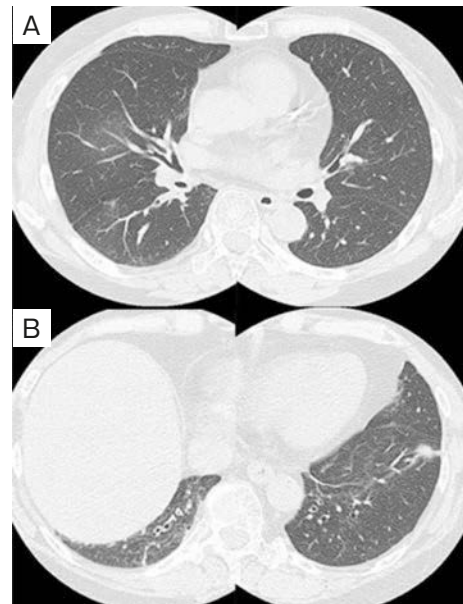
HRCT after 1 year of treatment with erythromycin. (A) The branched shadows in the left upper lobe have resolved. (B) Thickening of the bronchial walls and consolidation in bilateral lower lobe have almost disappeared.
